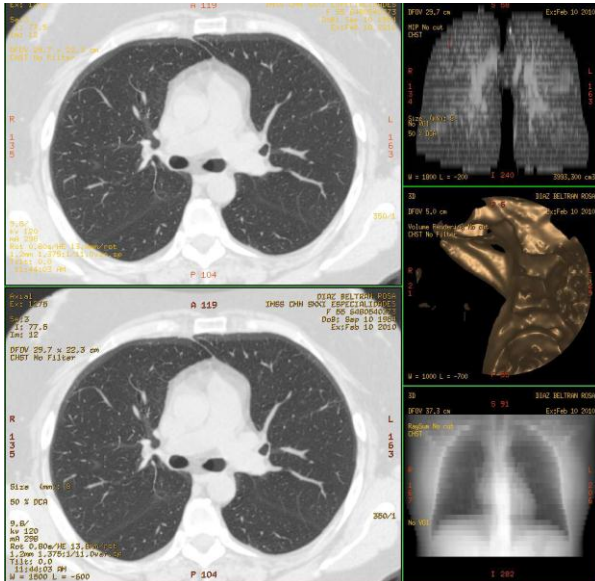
Discordancia ; Paciente femenina de 55 años en el que se identificaron inconsistencias en la detección del NPS con el software automatizado de TC, el reporte del radiólogo experto reportó un granuloma en el lóbulo superior del pulmón derecho.
